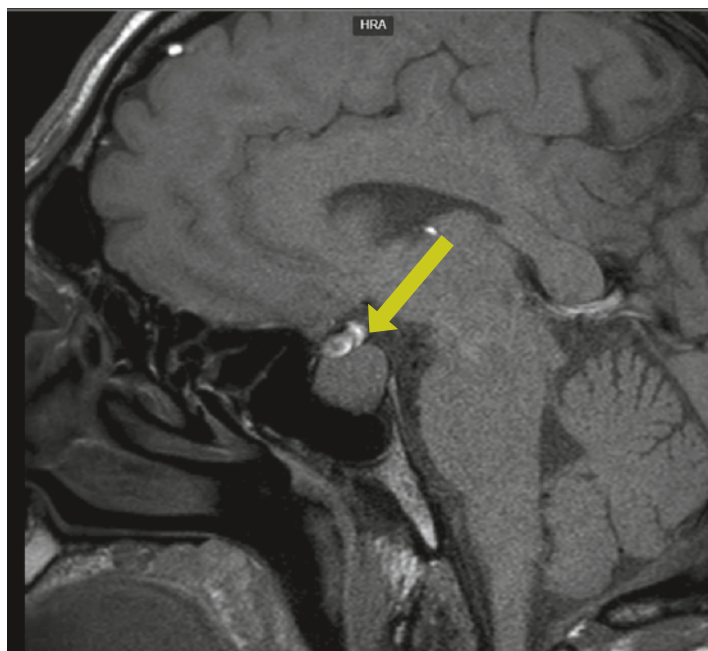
Магнитно-резонансная томография головного мозга пациента (жёлтой стрелкой указана аденома гипофиза)
